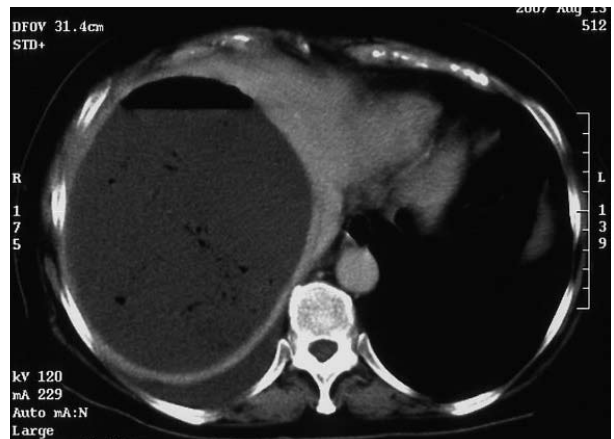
腹部CT. 膿瘍は増大し、右胸水貯留を認めた。
